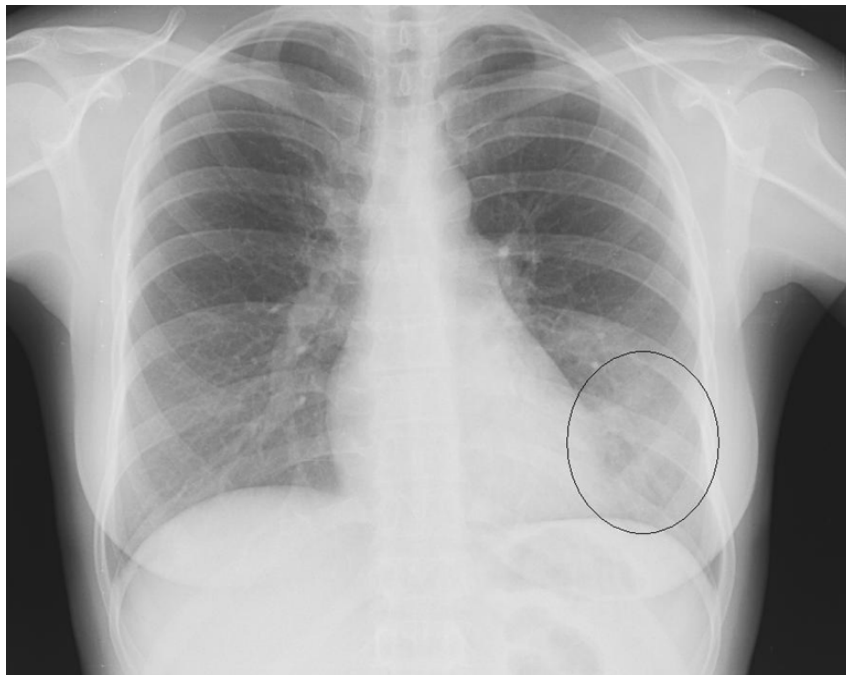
Рентгенограма при пневмонії нижньої долі зліва
